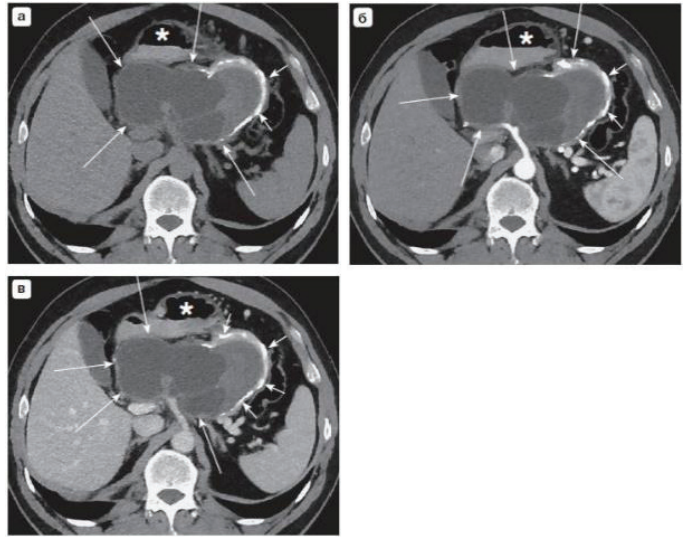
Аксіальні комп'ютерні томограми черевної порожнини пацієнта Ш., 54 роки [4]: а — нативна фаза; б — артеріальна фаза; в — венозна фаза (див. докладні пояснення в тексті)
